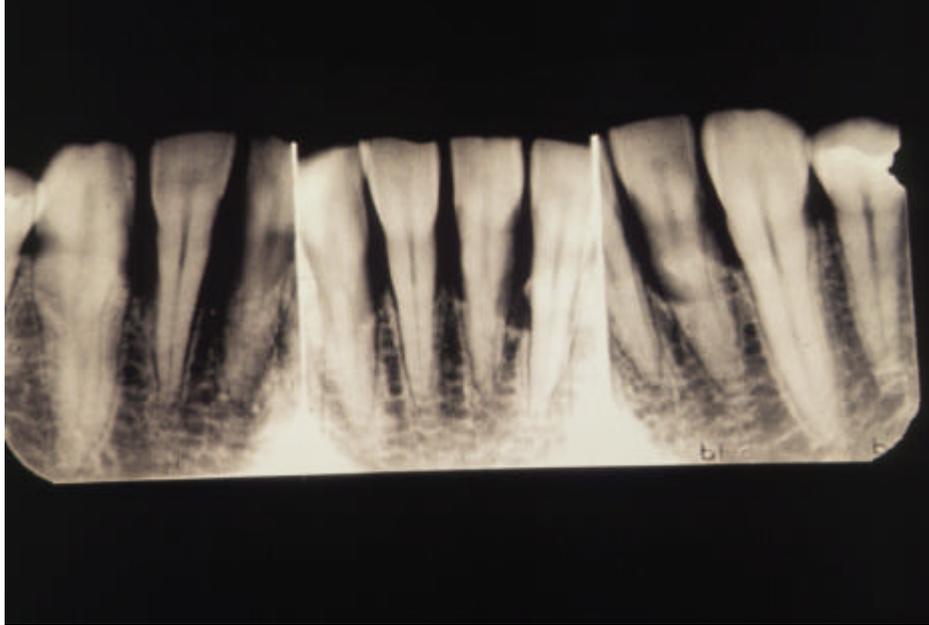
Radiografia periapical
